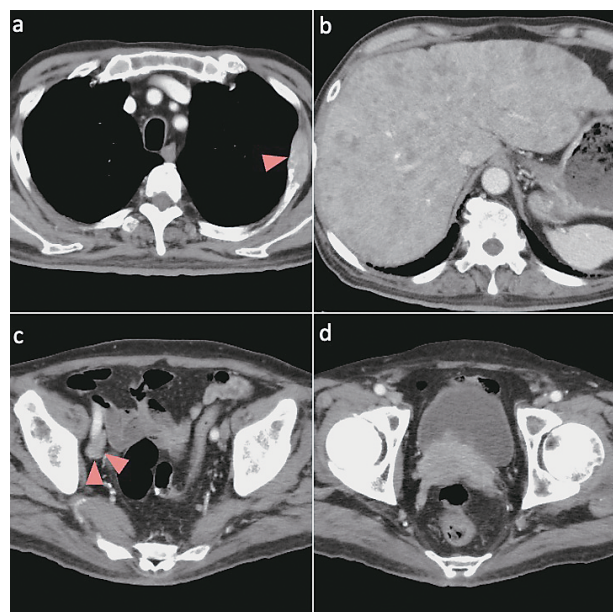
CT scans after 3 courses of CDDP + VP-16 therapy show an increase in size of the osteolytic lesion on the left fourth rib (a: arrowhead), however, the other tumors, such as liver metastases, pelvic lymph nodes and prostate, are reduced in size (b, c, d).
